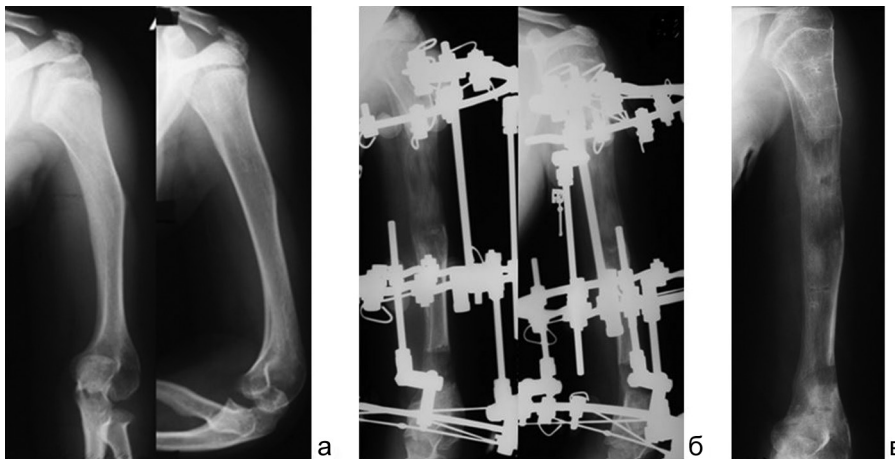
Рентгенограммы плеча больного ахондроплазией до лечения (а), в процессе удлинения (б) и после окончания удлинения (в)
